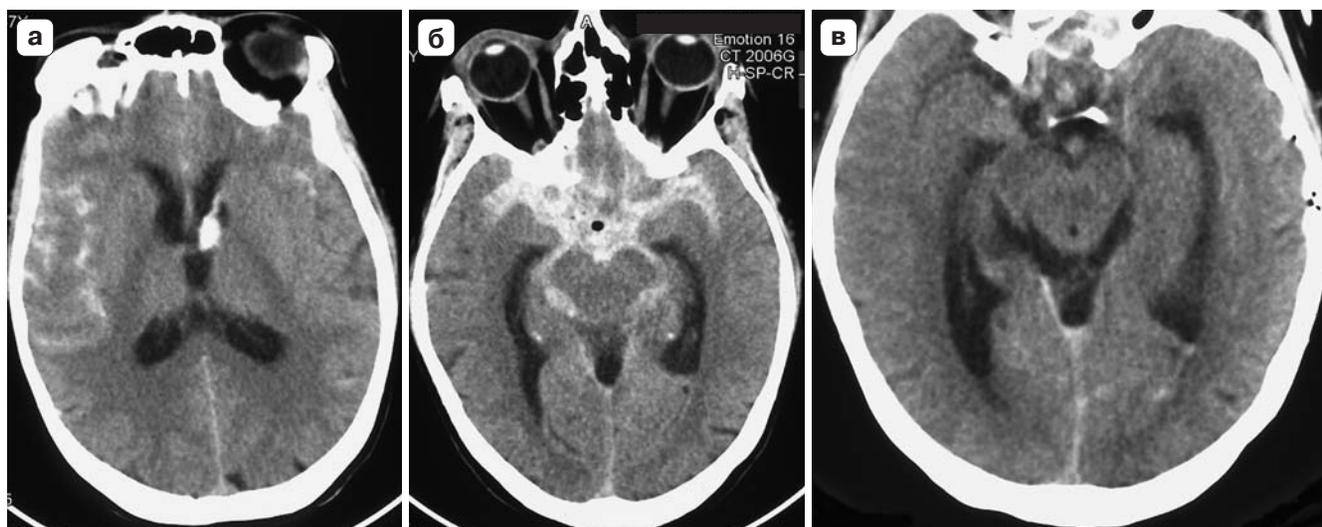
КТ после операции. а, б – 1-е сутки: субарахноидальное кровоизлияние и кровоизлияние в желудочковую систему, расширение желудочковой системы; в – через 7 дней после кровоизлияния: полное рассасывание крови.
